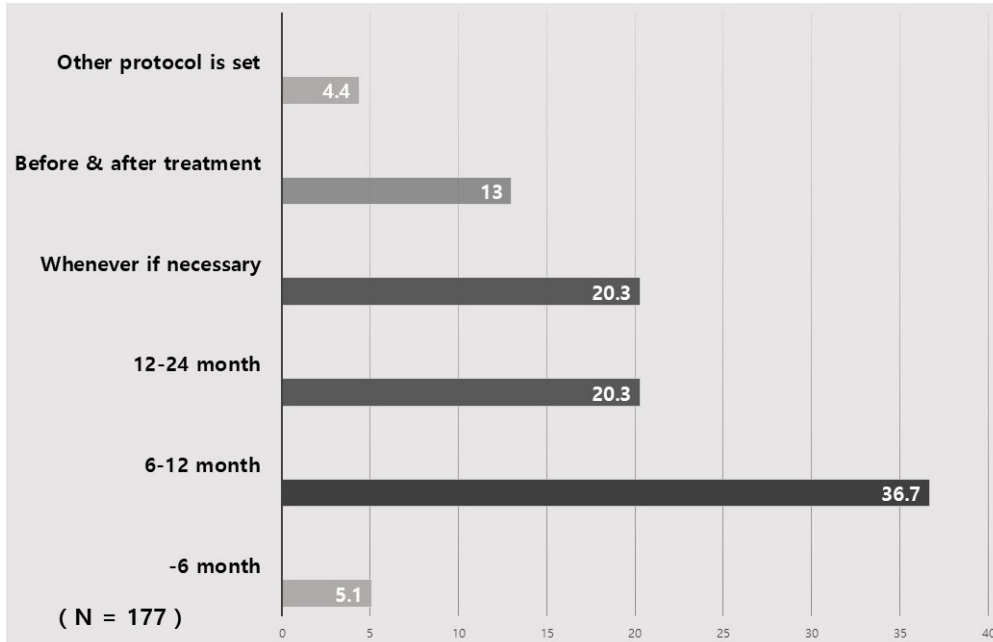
If CBCT must be taken multiple times in the same patient, what interval do you apply?
